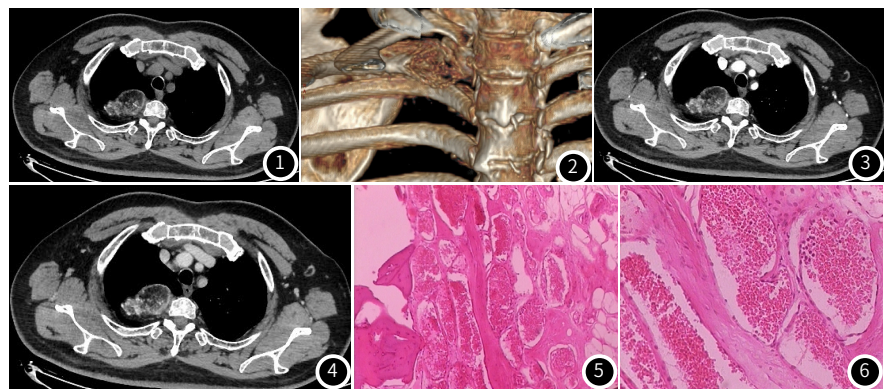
~图4 CT平扫(图1)右侧第2后肋呈膨胀性骨质破坏,骨皮质不完整,周围见含脂肪的混杂密度肿块突向胸腔内,内夹杂斑点状钙化,边界清楚,周围见高密度硬化环,未见骨膜反应,邻近肺组织受压推移,3D-VR图(图2)见骨质皂泡样改变,增强后动脉期(图3)及静脉期(图4)未见明显强化。图5(HE×40)海绵状血管瘤(由大的扩张薄壁血管组成)。图6(HE×100)管壁为扁平的内皮细胞,腔内充满血液。
